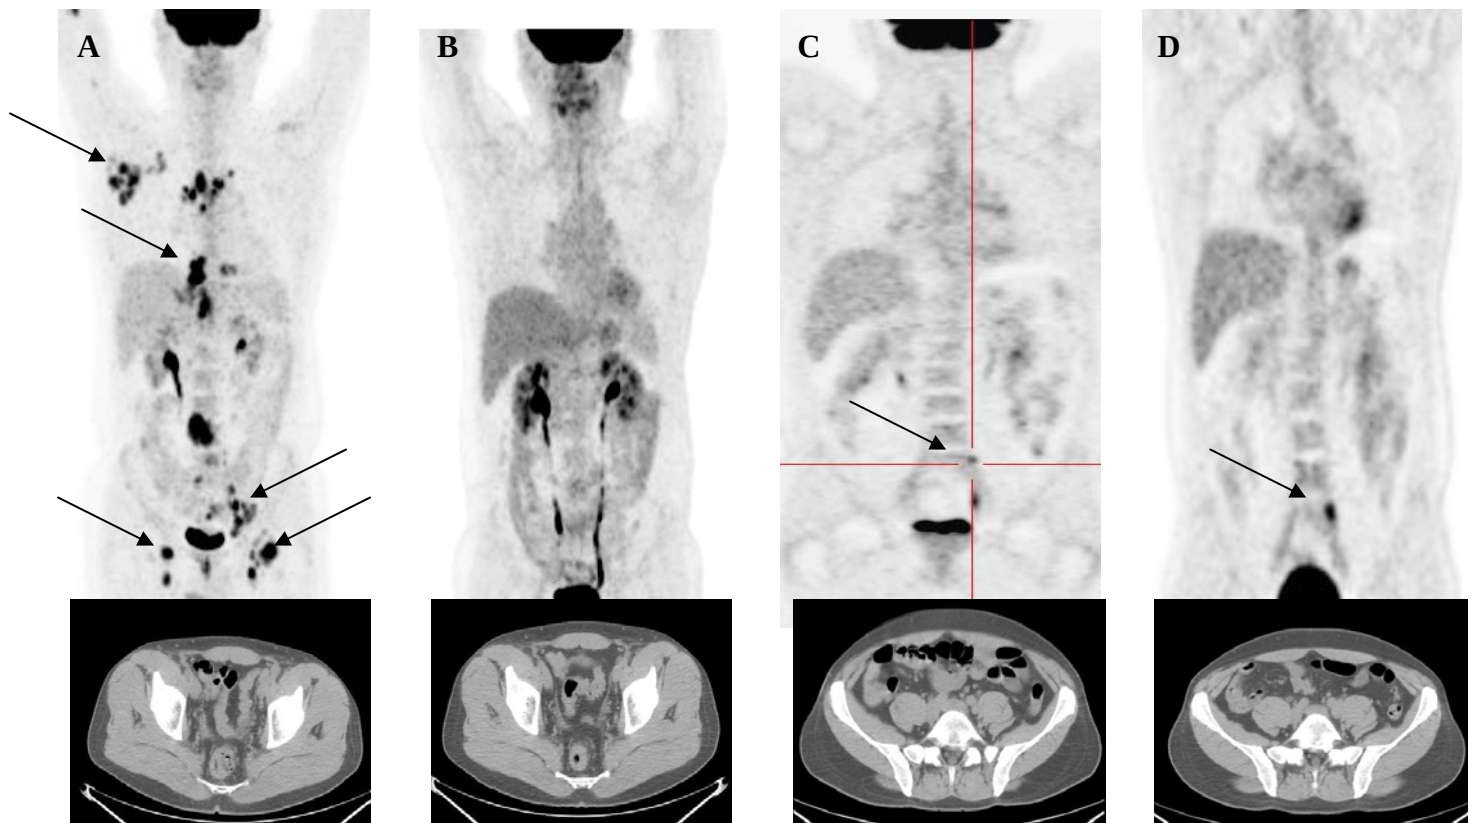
Exemple d'une détection précoce de récurrence par la FDG-TEP.
